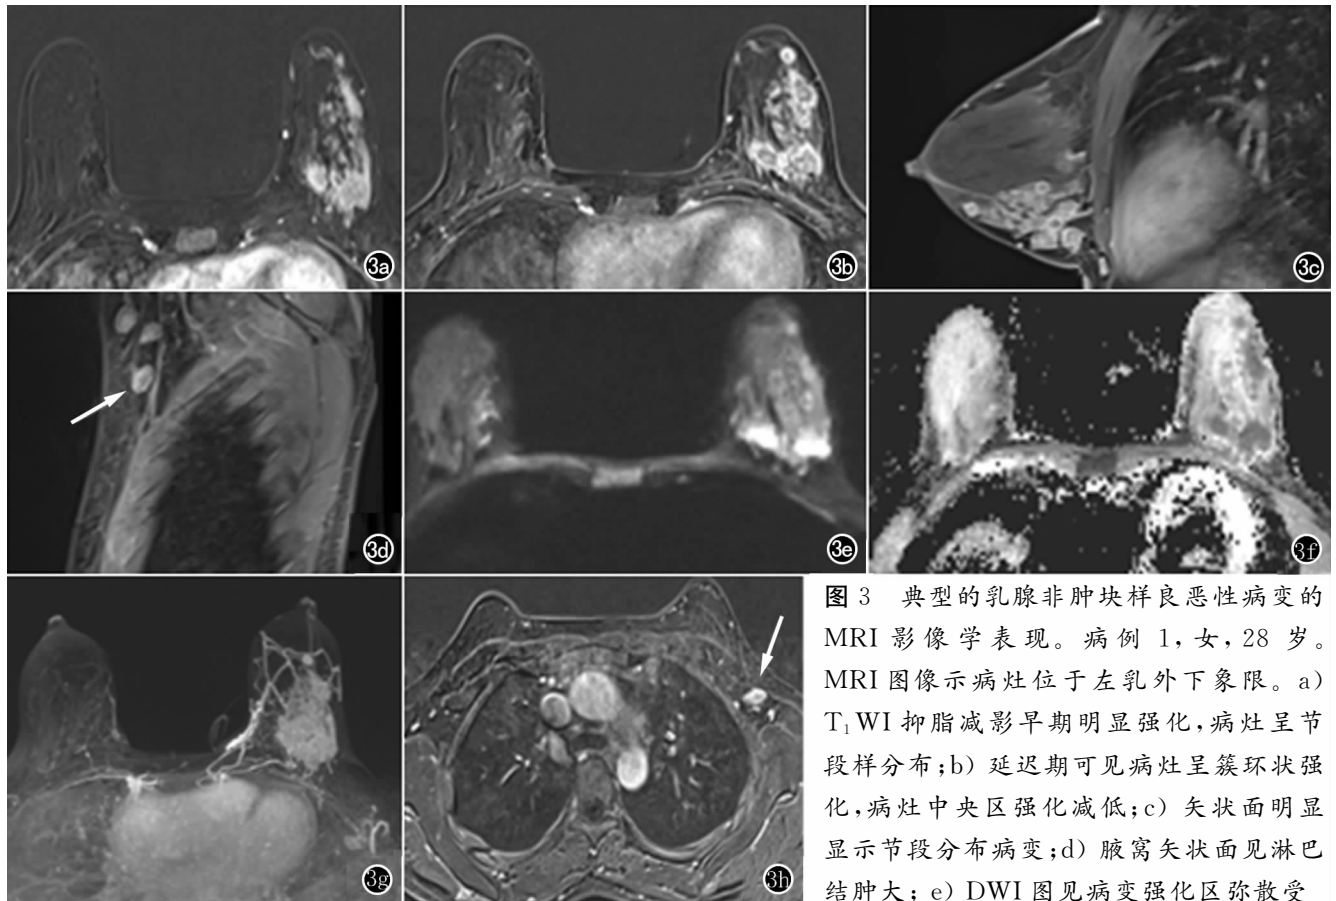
典型的乳腺非肿块样良恶性病变的 MRI 影像学表现。病例 1,女,28 岁。MRI 图像示病灶位于左乳外下象限。a) T_1 WI 抑脂减影早期明显强化,病灶呈节段样分布;b) 延迟期可见病灶呈簇环状强化,病灶中央区强化减低;c) 矢状面明显显示节段分布病变;d) 腋窝矢状面见淋巴结肿大;e) DWI 图见病变强化区弥散受
